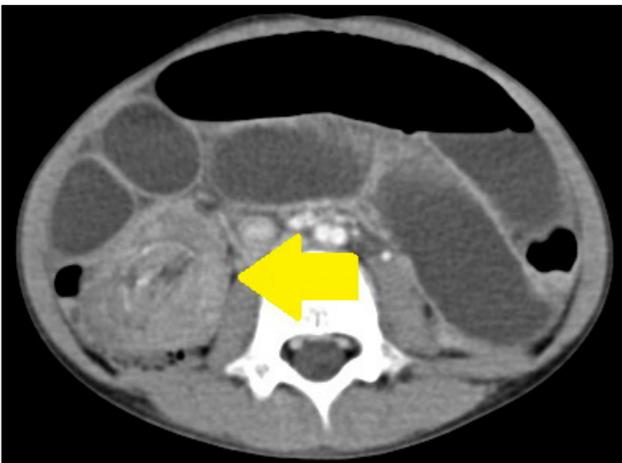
Abdominopelvic computed tomography finding. Coronal view showing severe dilated small intestine and ileo-colic intussusception with target sign (arrow).
